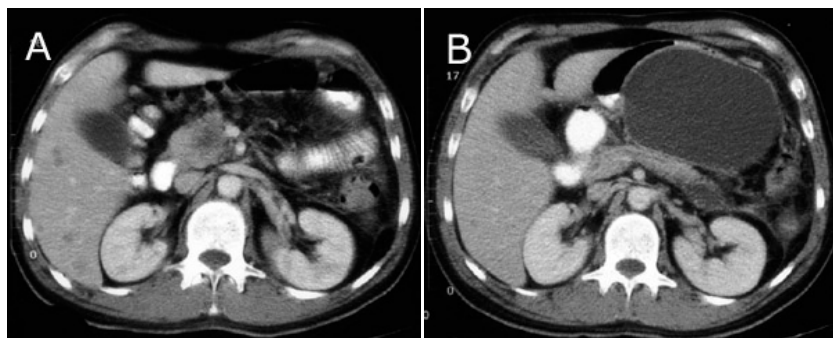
A y B- TAC de abdomen con contraste intravenoso. Tumor hipodenso en la cabeza del páncreas que infiltra los vasos mesentéricos y que produce un pseudoquiste por obstrucción del conducto pancreático (B).
